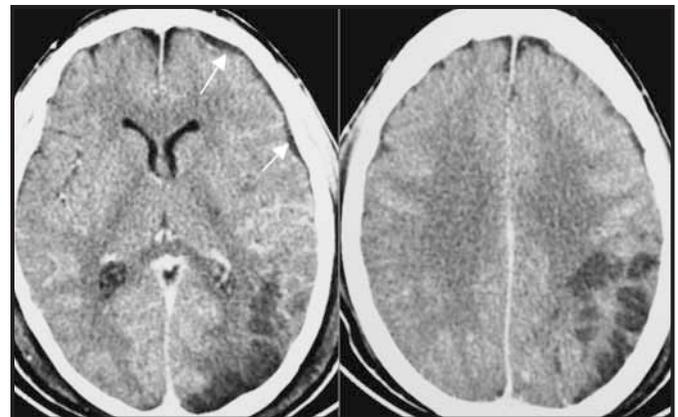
Paquimeningitis. Imagen RM T1 axial con contraste, mostrando engrosamiento y captación de la duramadre sin afectación del parénquima cerebral (izquierda). Leptomeningitis. Examen TC con contraste, mostrando un refuerzo inespecífico en las zonas corticomedulares adyacentes a los surcos corticales.
